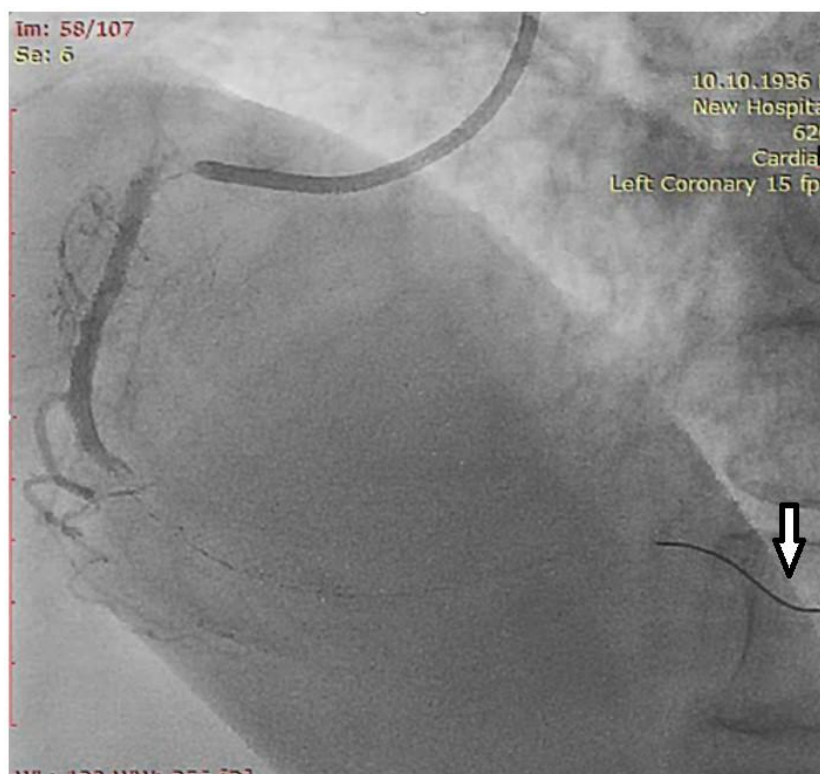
Интраоперационный рентгеновский стоп-кадр. Ангиографический проводник (показано стрелкой) установлен в дистальном отделе коронарной артерии для ВТКЭС
